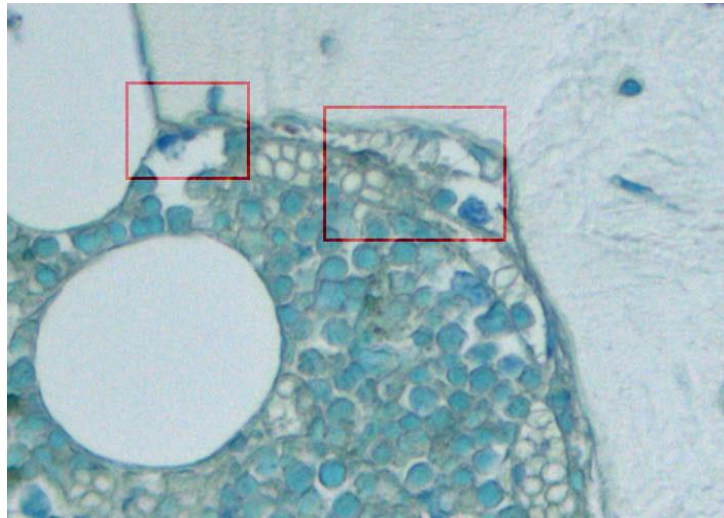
Adipocitos (blanco) y médula ósea (celeste) de tejido óseo normal tras coloración BT, a objetivo 40x.
